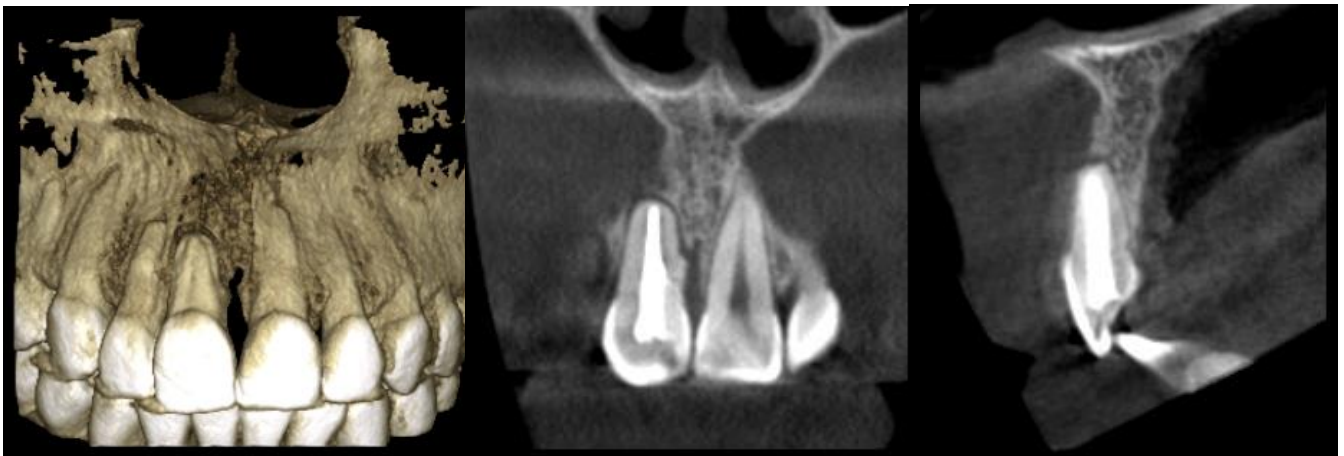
Imagen radiográfica CBCT de control post cirugía a los 6 meses
